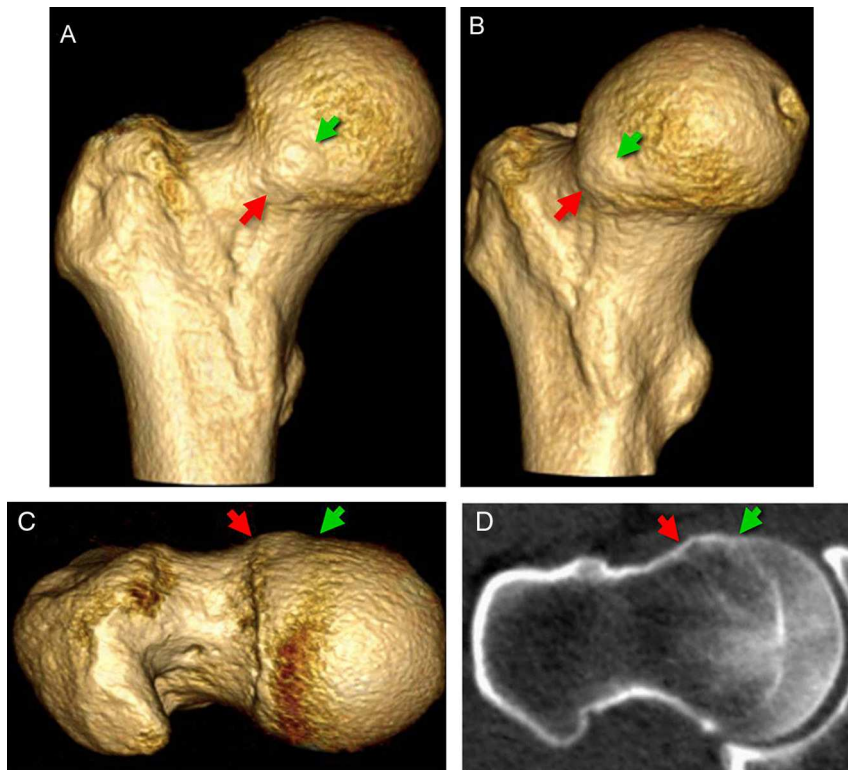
Deformidad tipo *cam* (prominente). Varón de 53 años, asintomático. TC multidetector con reconstrucciones 3D. A) anteroposterior, B) anteroposterior oblicua y C) craneocaudal, seguidas de D) reconstrucción multiplanar axial oblicua. Deformidad tipo *cam* prominente, de contorno convexo y superficie regular, cuyo límite externo (flecha roja) prolonga el contorno lateral de la epífisis, pero se halla alejado de la cicatriz fisaria (flecha verde). El lector puede ver esta figura en color en la versión electrónica del artículo.
